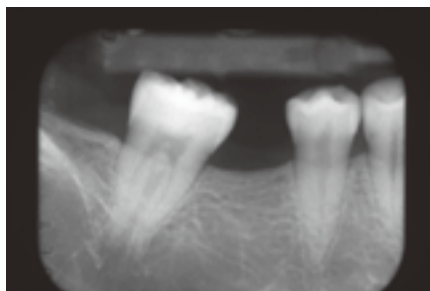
同右側X線写真。欠損部の骨の高さは維持されている。
